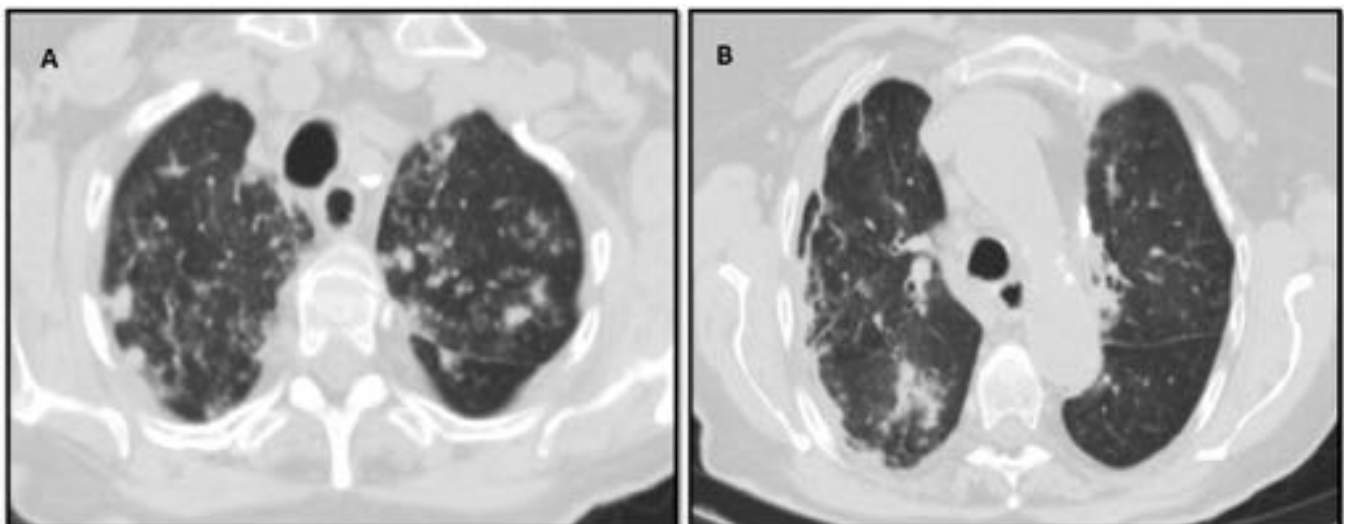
Apergilosis bronco invasiva en un paciente con asma grave. La TC muestra nódulos centrilobulares y peri – bronquiales, con engrosamiento de las paredes bronquiales.
